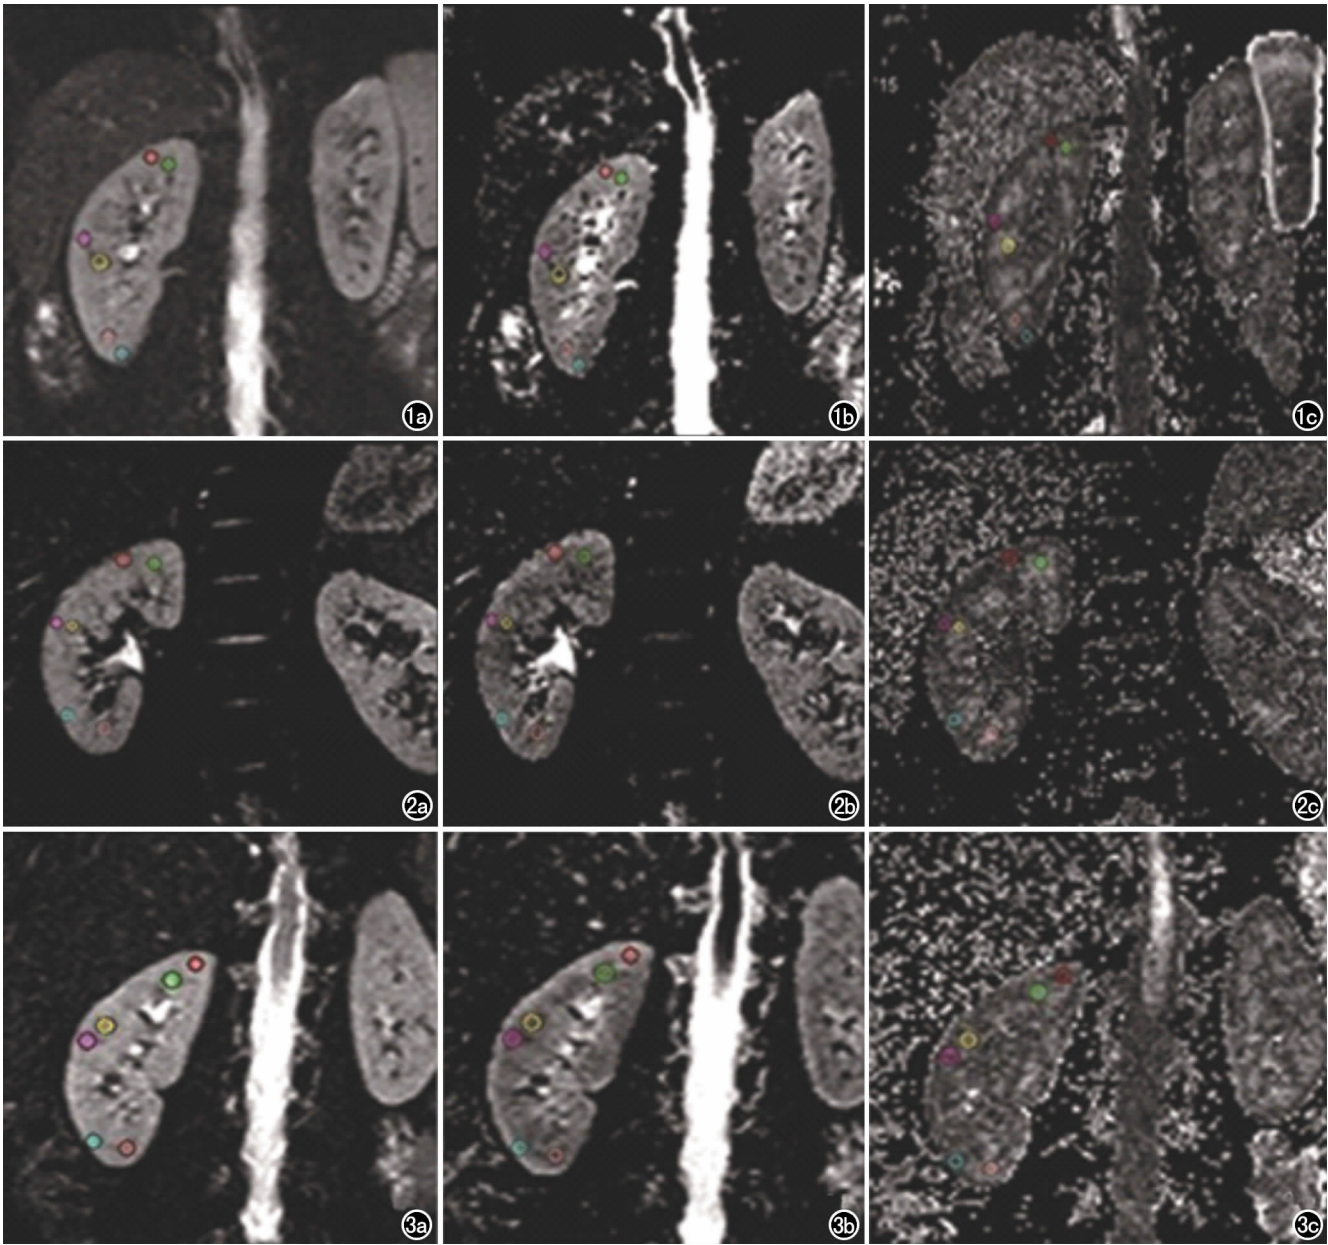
健康志愿者, $b=0\text{s/mm}^2$ 。a) DWI 图; b) ADC 图; c) FA 图显示皮髓质分界清楚。图 2 CKD 危险因素者, $b=0\text{s/mm}^2$ 。a) DWI 图; b) ADC 图; c) FA 图显示皮髓质分界较清楚。图 3 CKD II 期患者的, $b=0\text{s/mm}^2$ 。a) DWI 图; b) ADC 图; c) FA 图显示皮髓质分界欠清晰,但仍能分辨。
